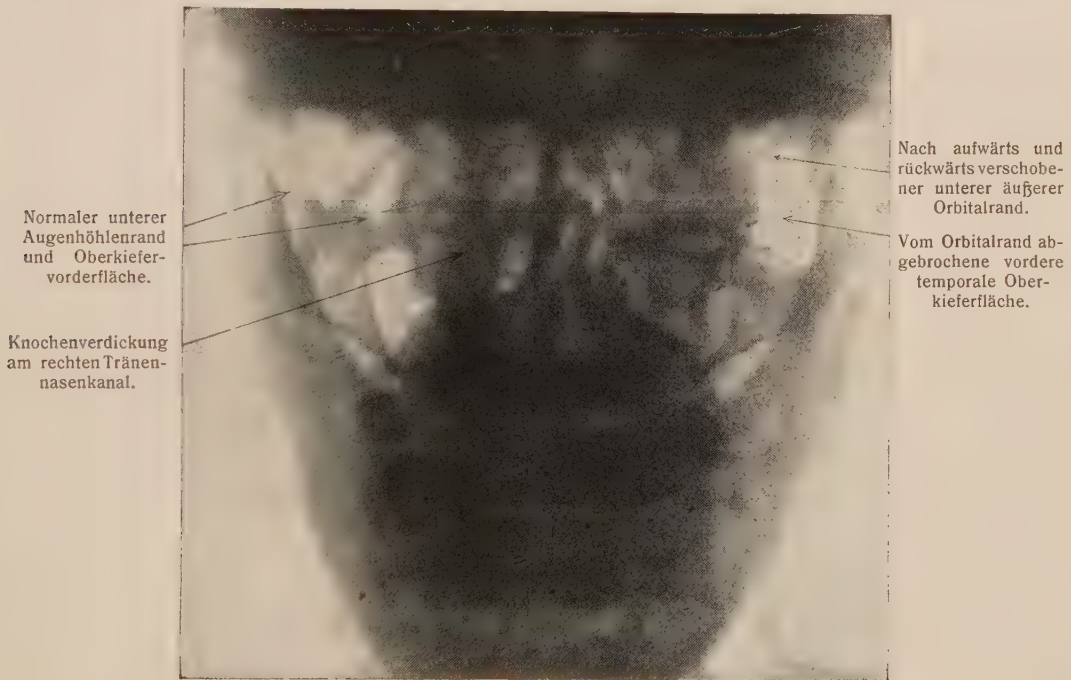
Röntgenbild zu Abb. 242. Transversaler doppelseitiger Oberkieferdurchschuß.
